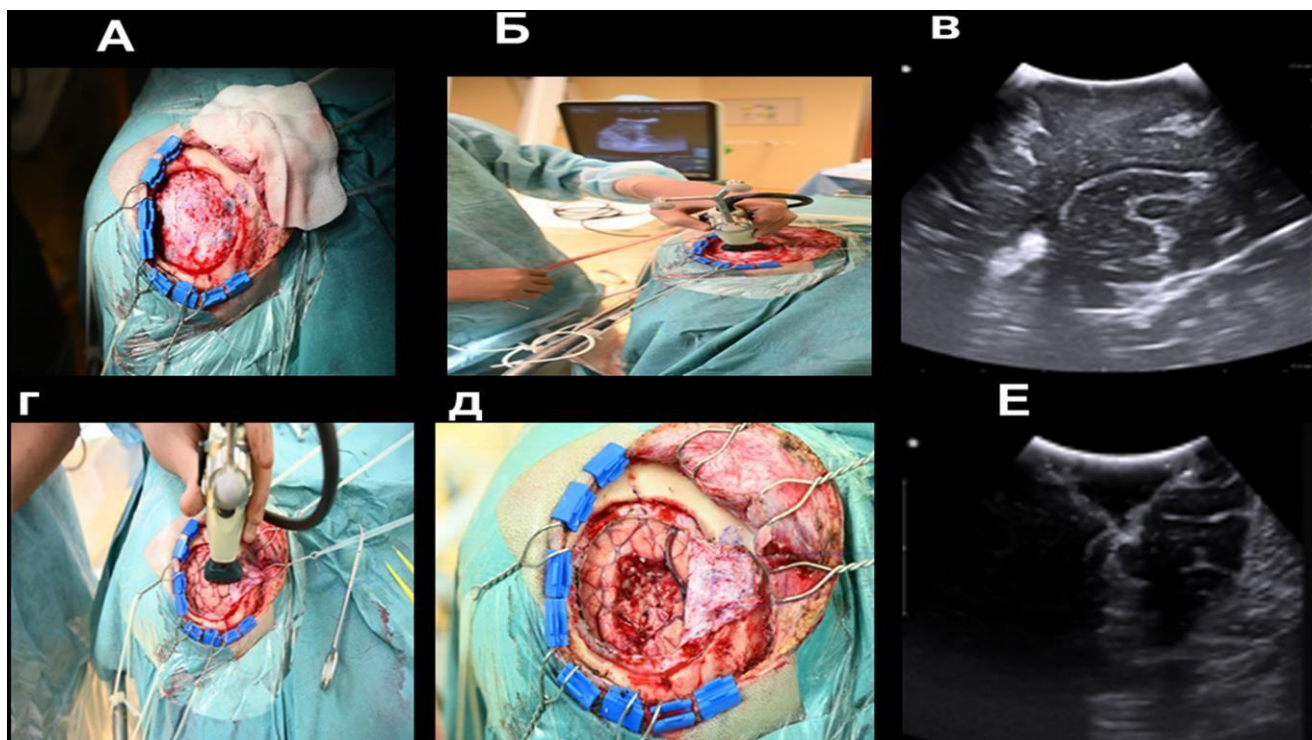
Вид операционной с использованием иУЗИ. Этапы использования иУЗИ при удалении ФКД: А, Б — выполнение через ТМО в двух взаимно перпендикулярных плоскостях с целью определения локализации ФКД; В — иУЗИ-изображение ФКД четко видно; Г — повторное контрольное выполнение иУЗИ непосредственно на КГМ в двух взаимно перпендикулярных плоскостях; Д, Е — после удаления участка ФКД производили контрольное исследование
